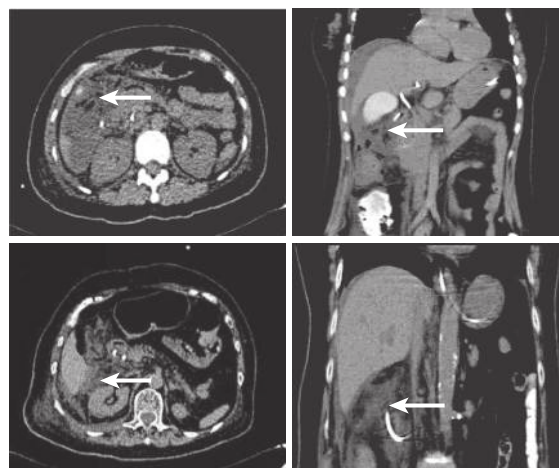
示 ERCP 术后穿孔常见腹部 CT 影像特征
